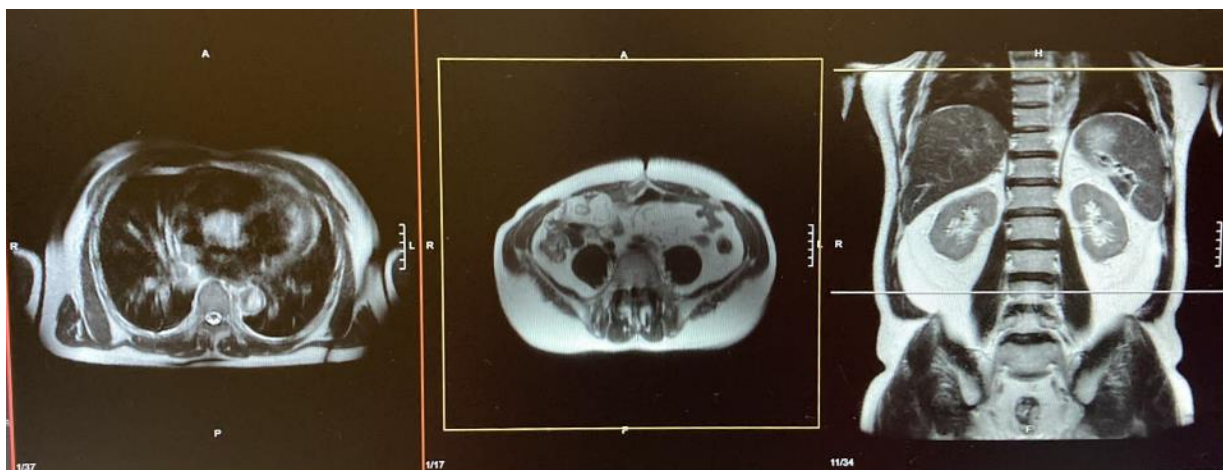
RM addome aprile 2022; normalizzazione delle dimensioni renali e scomparsa della fibrosi.
